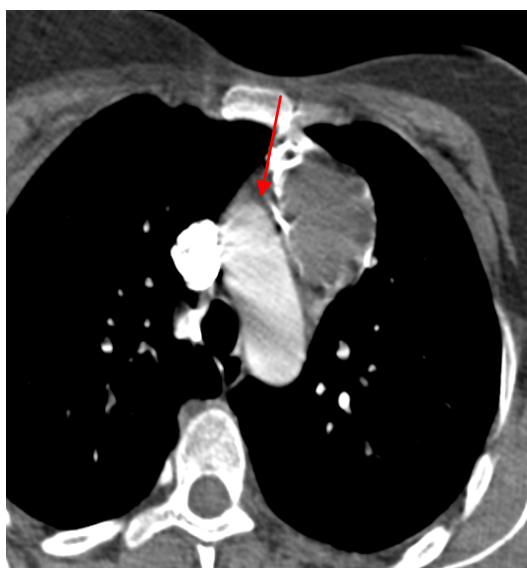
TDM thoracique en fenêtre médiastinale : Masse médiastinale antérieure (flèche rouge) bien limitée avec calcification périphérique → Thymome.
